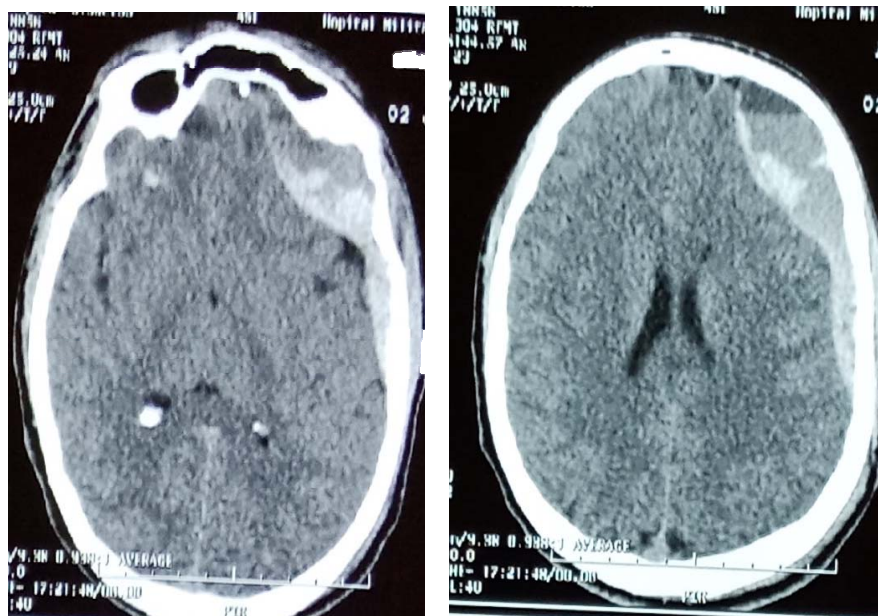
TDM cérébrale chez le même patient montrant l'évolution de l'HED avec une fracture-enfoncement en regard de l'HED frontal à gauche.
